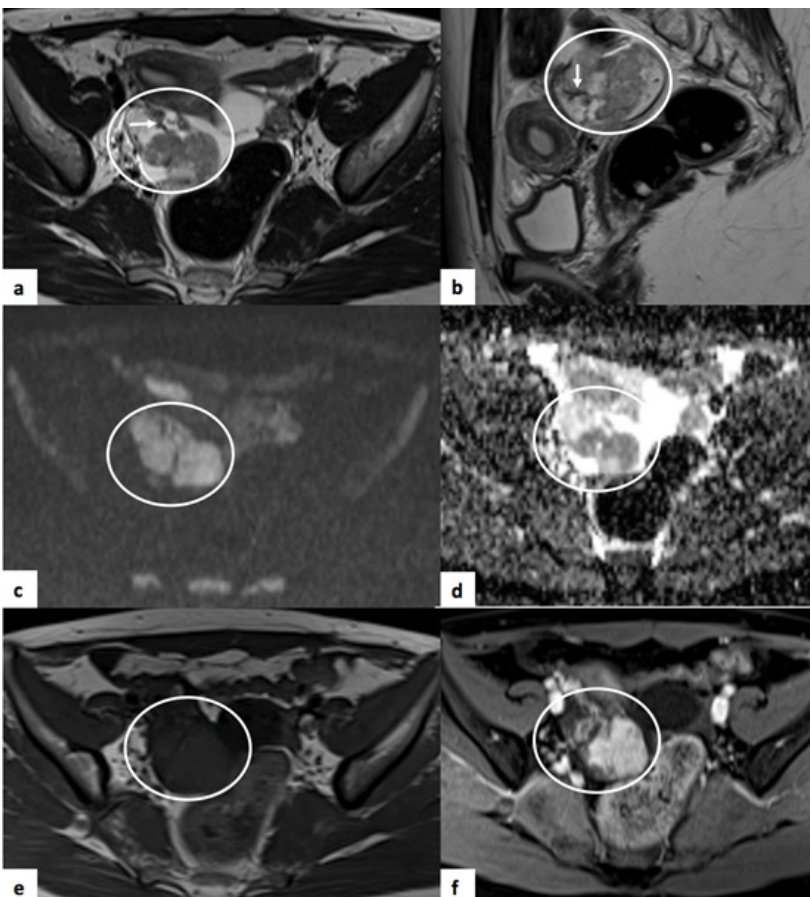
Tumor de Krukenberg do ovário direito. RM pélvica de mulher de 30 anos com antecedentes de adenocarcinoma mucinoso do cólon. (a) e (b) correspondem a sequências axial e sagital T2, respectivamente, onde é possível observar volumoso tumor heterogêneo (círculo), de natureza mista, com componente multiquístico e regiões sólidas de sinal maioritariamente intermédio em T2. Destaca-se a presença de componentes sólidos periféricos com marcado hipossinal em T2 (setas). (c) e (d) traduzem estudo de difusão ($b=1000$) e mapa ADC, respectivamente, verificando-se restrição à difusão do componente sólido. (e) corresponde a sequência T1 e (f) a estudo após contraste – axial T1 SPAIR (e), onde se verifica realce moderado a marcado do componente sólido.
